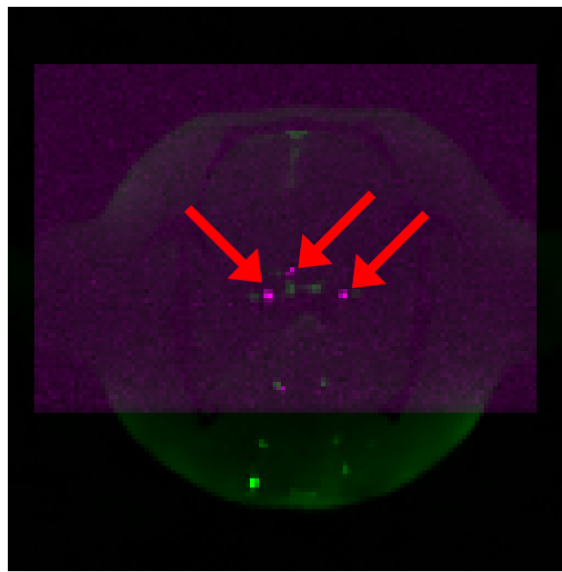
Šedesátý první snímek šestého řezu DCE-MRI z datasetu AMCAO-AC05 překrytý s arteriografickým snímkem odpovídajícího řezu. Zelená barva v obrazu odpovídá snímku DCE-MRI a fialová barva snímku arteriografickému. Červené šipky poukazují na charakteristické arterie v obrazech. Horní šipka: přední cerebrální arterie, spodní šipka: lingvální arterie.
